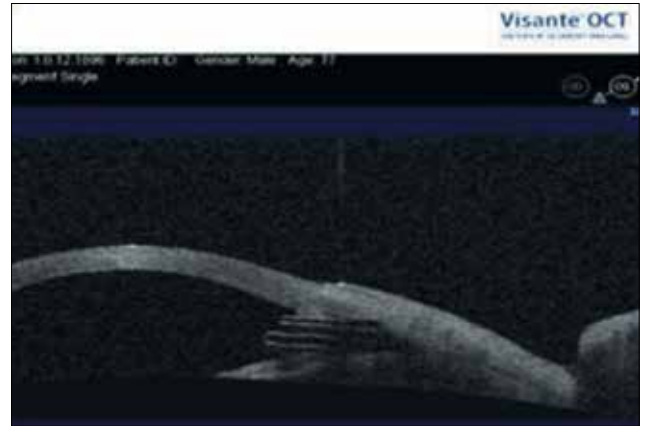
Положение дренажа по данным оптической когерентной томографии
